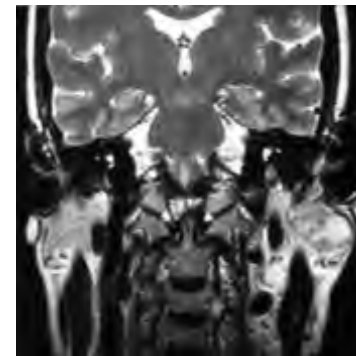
(IRM T2, coupe coronale) : Adénome pléomorphe du lobe superficiel gauche
